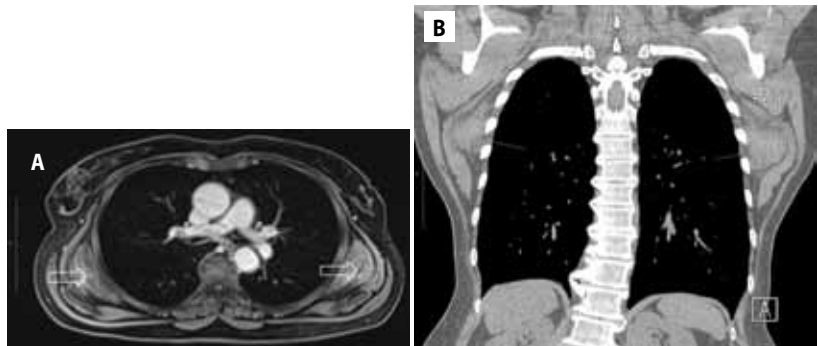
(A, B). Chest magnetic resonance imaging with intravenous contrast material shows (arrows) bilateral unencapsulated symmetrical spindle shaped solid formations located at lateral chest walls at the level of the scapulae, in front of the serratus anterior muscle and lateral to the ribs. The formations are heterogeneous with alternating linear regions of skeletal muscle and fat tissue intensity. Both formations were of similar dimensions, $10 \times 7 \times 3.5$ cm.
